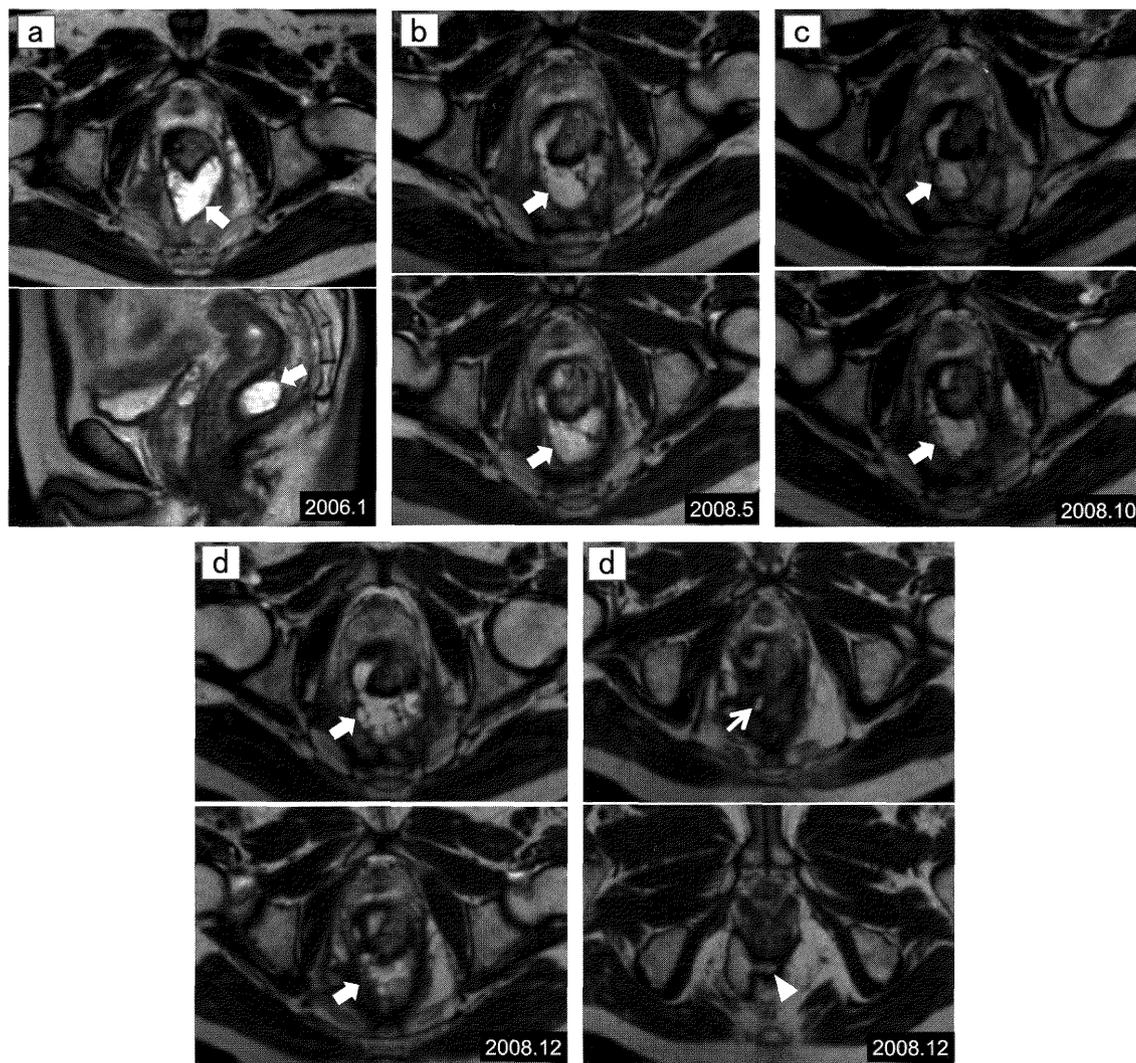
経時的腹部骨盤 MRI T2 強調画像所見
